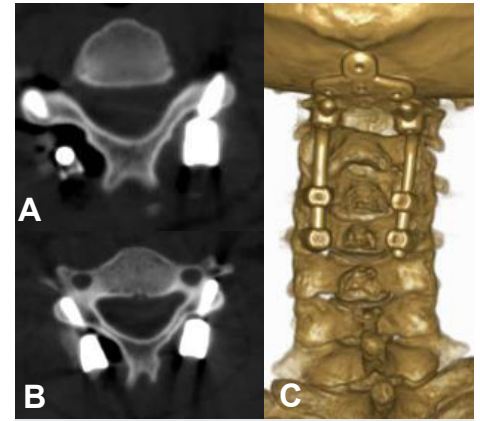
Control del sistema implantado, TC. Tornillos facetarios en C3 (A), C4 (B) y sistema craneovertebral (C)
